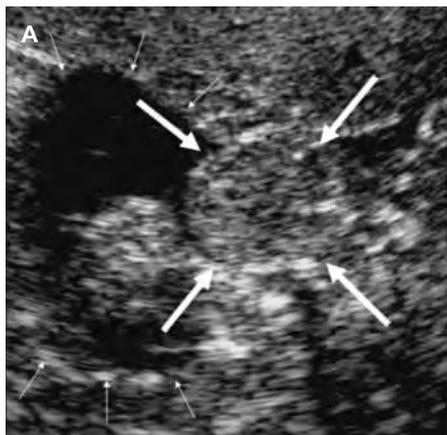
[3]: A: Der Ultraschall zeigt eine relativ homogene isoechogene Masse. Der Tumor (dicke Pfeile), imponiert im Vergleich zum kortikalen Nierengewebe (schmale Pfeile) hyperechogen. B: Im Kontrastmittel-CT zeigt der Nierentumor keine KM Aufnahme
